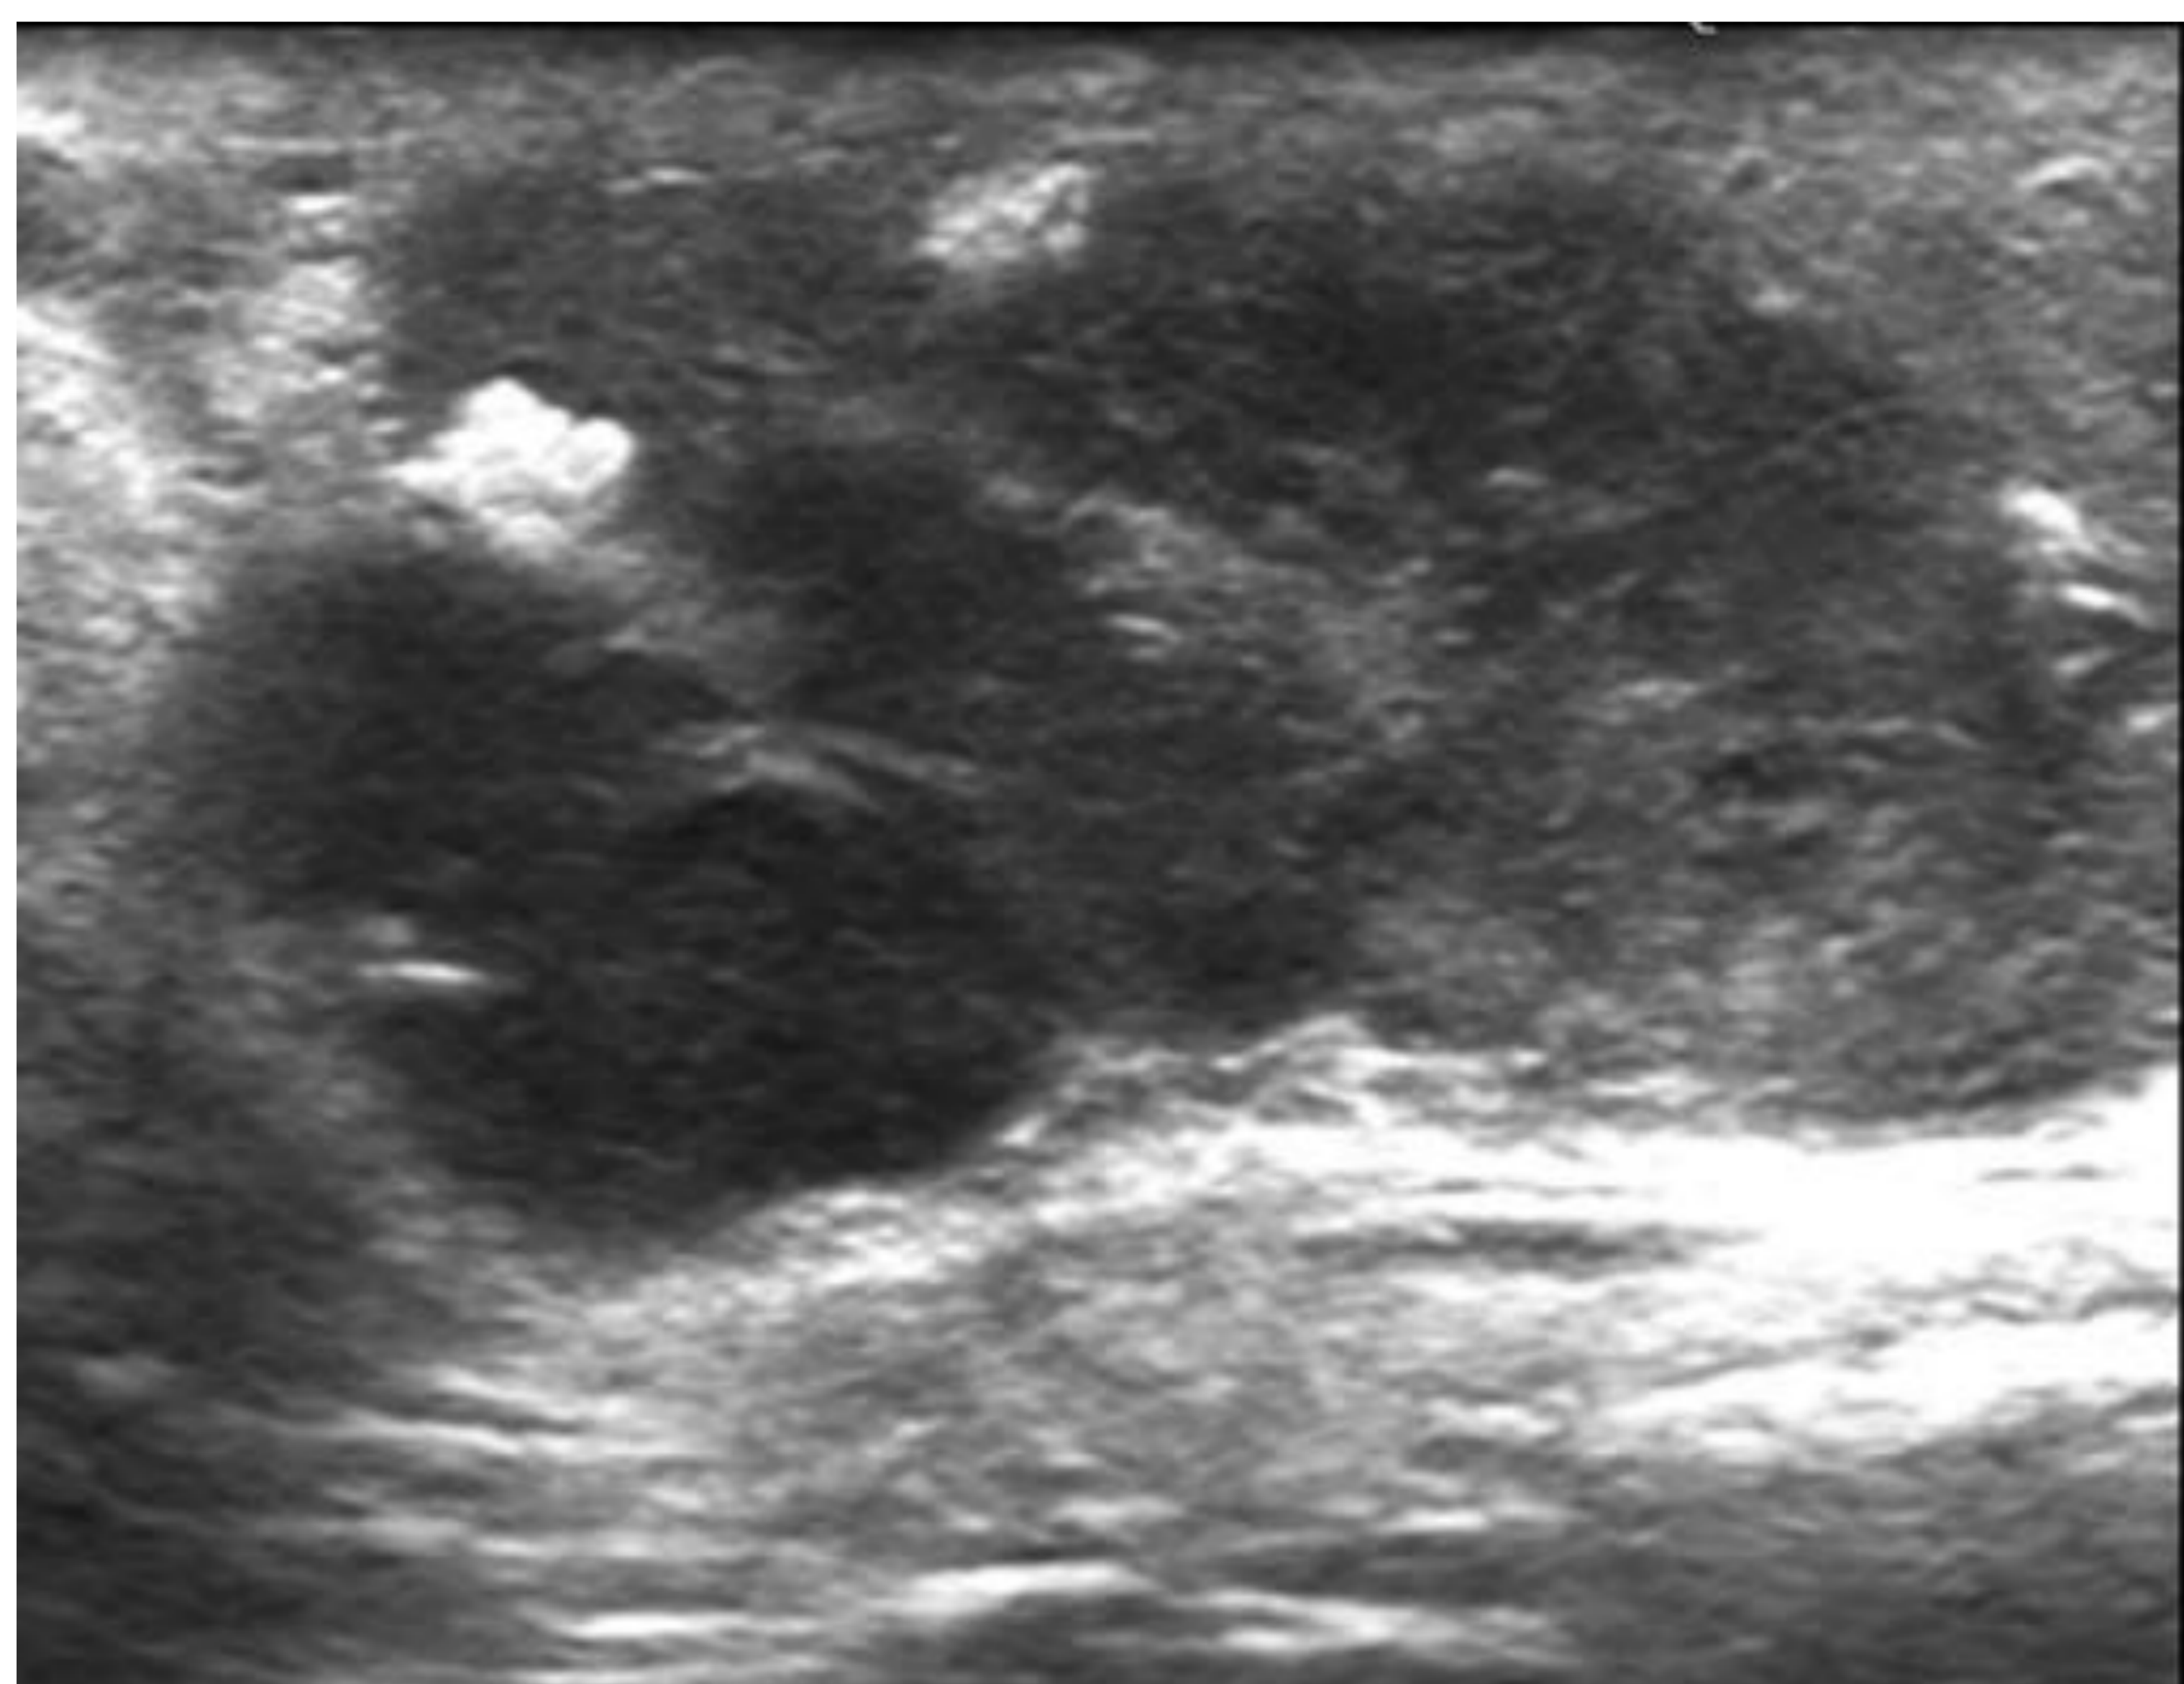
Masa testicular heterogénea con calcificaciones groseras en su interior. Presenta importante vascularización en estudio Doppler. Coriocarcinoma.
